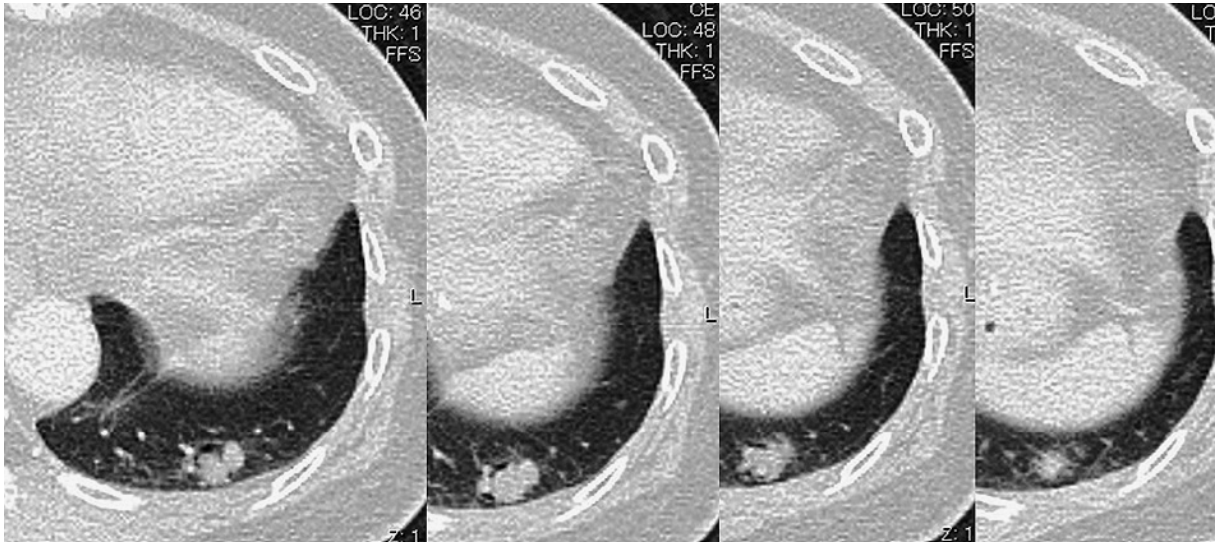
Chest CT showed a 13-mm double barrel-shaped nodule with a meniscus air space in the left S⁹ lobe.
